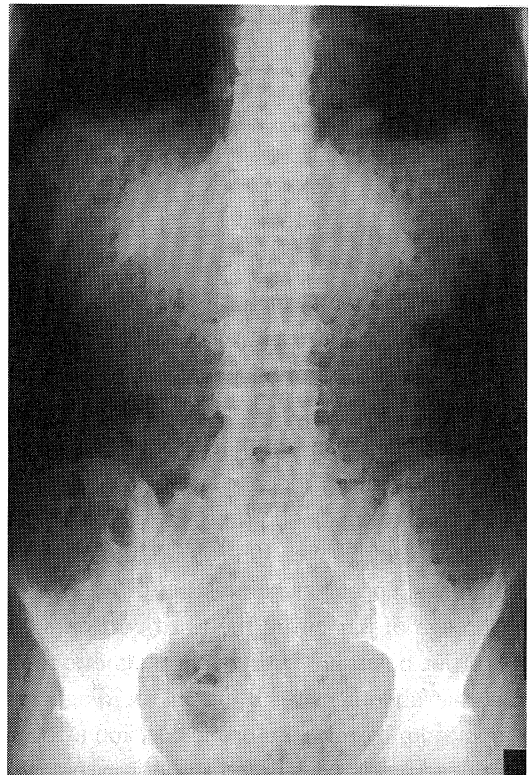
Abdominal X-ray examination revealed no intestinal gas in the upper abdomen, suggesting the existence of a tumorous lesion.
